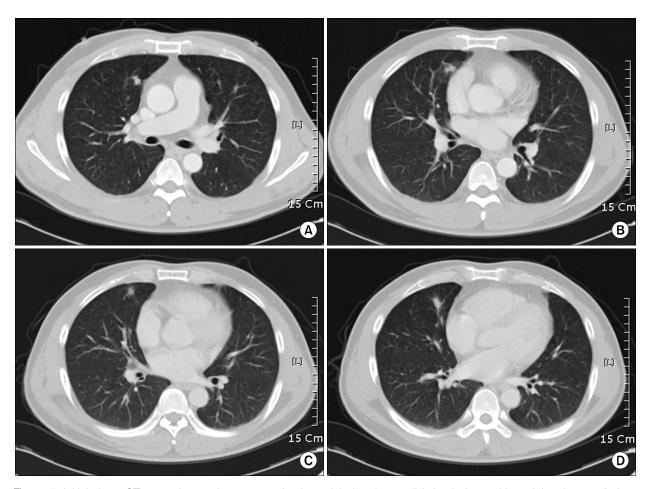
Initial chest CT scan shows about 1 cm sized two lobulated consolidative lesions with peripheral ground glass opacity and halo on right middle lobe that is adjacent to mediastium (A, B). A follow-up chest CT scan reveals newly appeared elongated consolidations on a different site of right middle lobe with disappearance of previous lesions compared with initial scan, suggesting the lesions have a fleeting nature (C, D).
